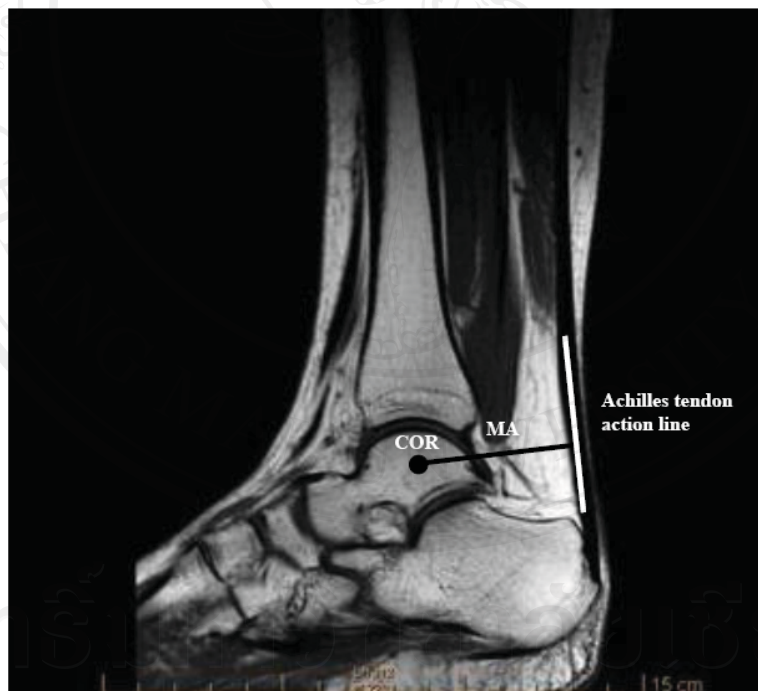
Sagittal plane magnetic resonance images of the foot at the neutral position at rest, the black circle on the talar bone is the instantaneous center of rotation in the tibiotalar joint, the white line from the middle of Achilles tendon represents Achilles tendon action line. The moment arm length (black line) represents perpendicular distance from center of rotation to Achilles tendon action line.
